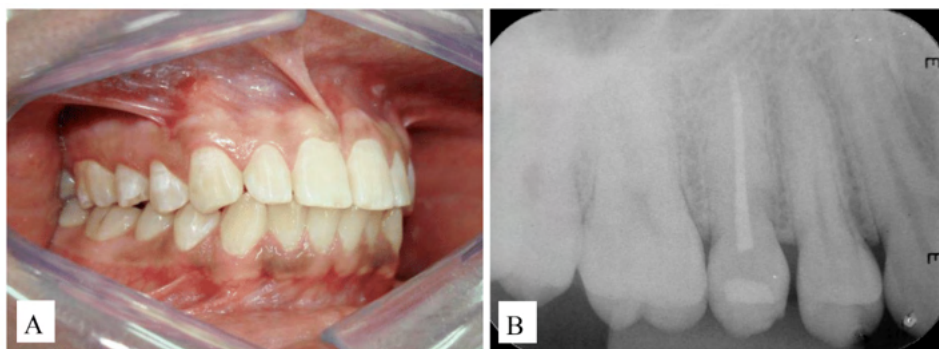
A) Aspecto clínico pós-operatório cerca de 18 meses após o autotransplante. Notar a boa relação oclusal e saúde periodontal. B) Radiografia periapical de acompanhamento de aproximadamente 18 meses após a cirurgia. Observar a formação da lâmina dura.
